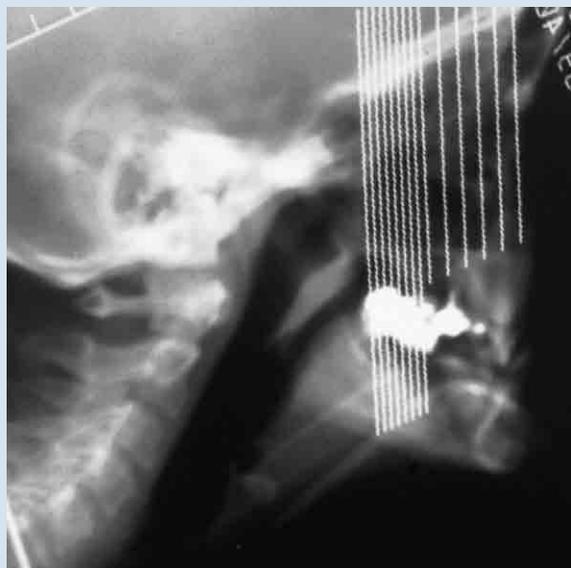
Model radiographie du scanner.
